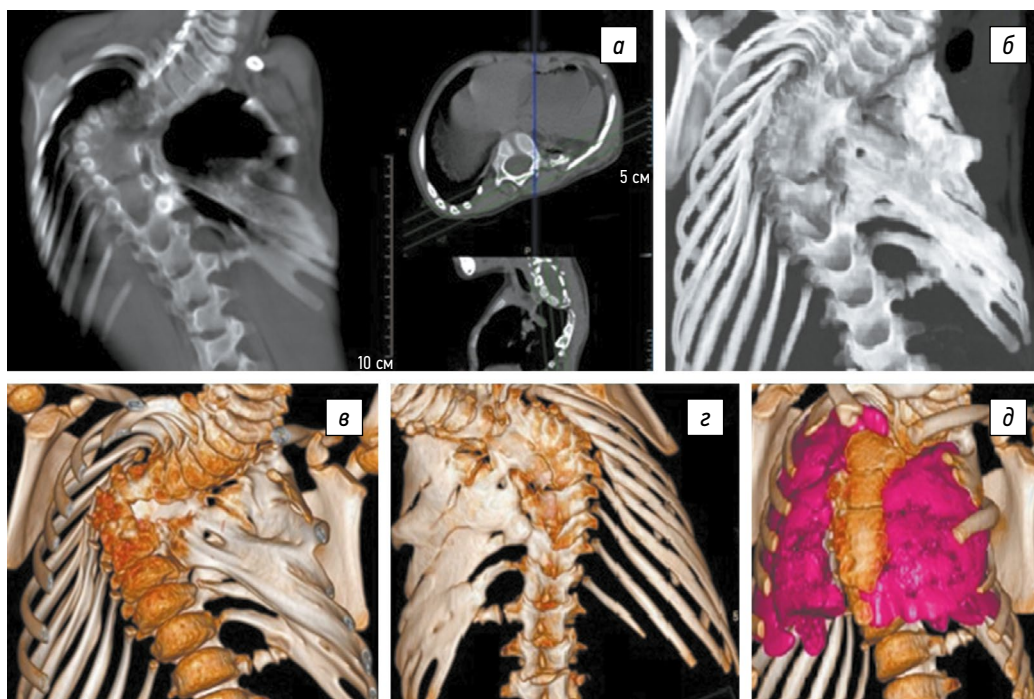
Пациентка С., 5 лет. Мультиспиральная компьютерная томография позвоночника и органов грудной клетки в режимах целевых структур. На мультипланарной косокорональной реконструкции (а) и объемных изображениях — проекции максимальной интенсивности (б). Поверхностно-оттененное изображение — вид спереди (в), сзади (г) нарушения сегментации боковых поверхностей тел позвонков с субтотальным левосторонним реберным синостозом (заднебоковые отделы); реконструкция органов грудной клетки с изолированной визуализацией костной ткани и паренхимы легких с применением методик сегментации ткани (д)
